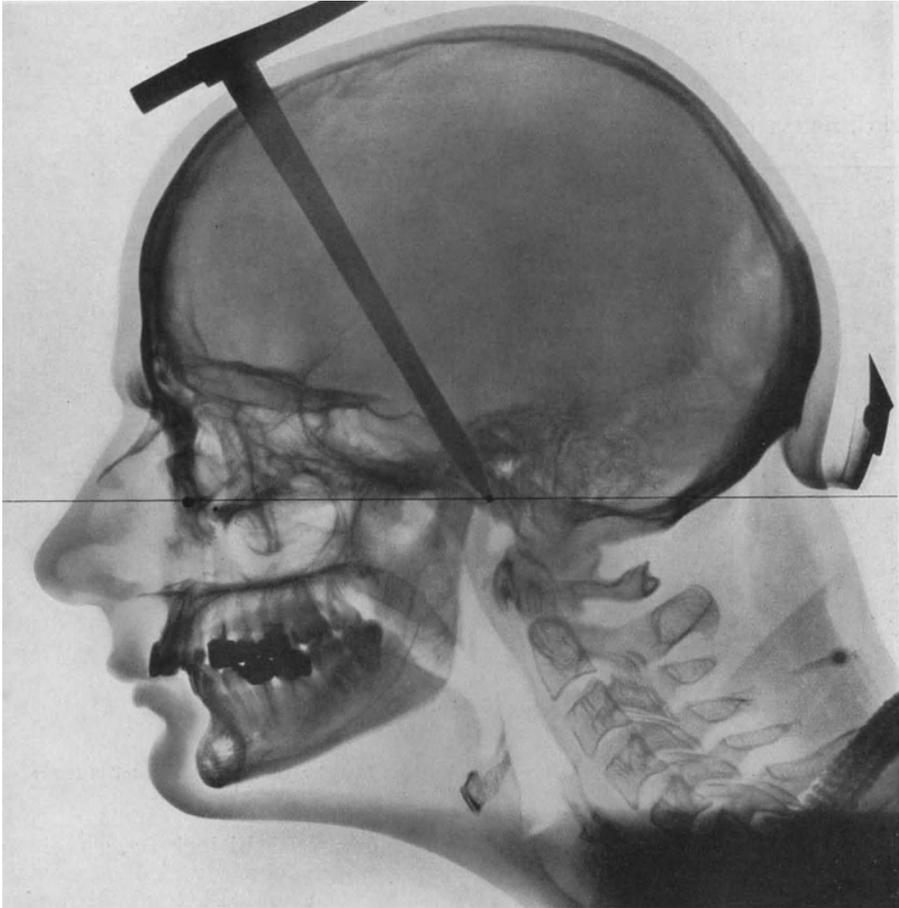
Fernröntgenaufnahme des Falles von Abb. 897—899.
